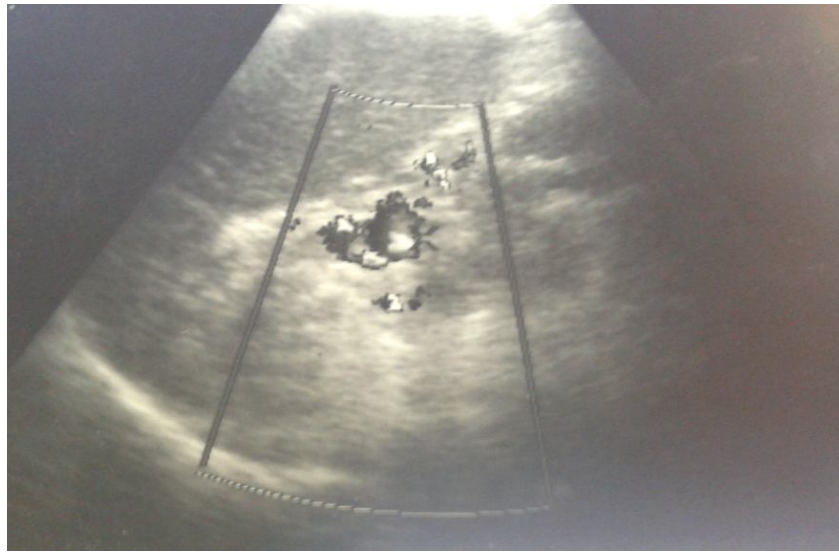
écho-doppler réalisé objectivant une importante circulation collatérale péri-portale.
